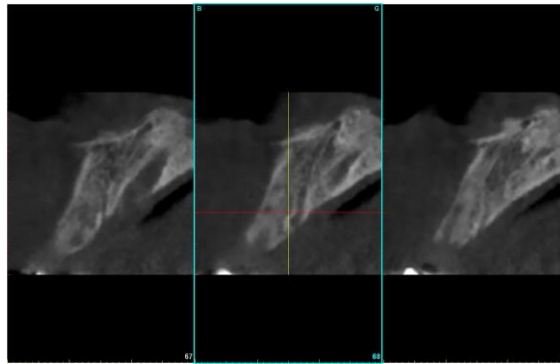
Examen cone beam centré sur le secteur antérieur (Dr VOUILLOT JL)
